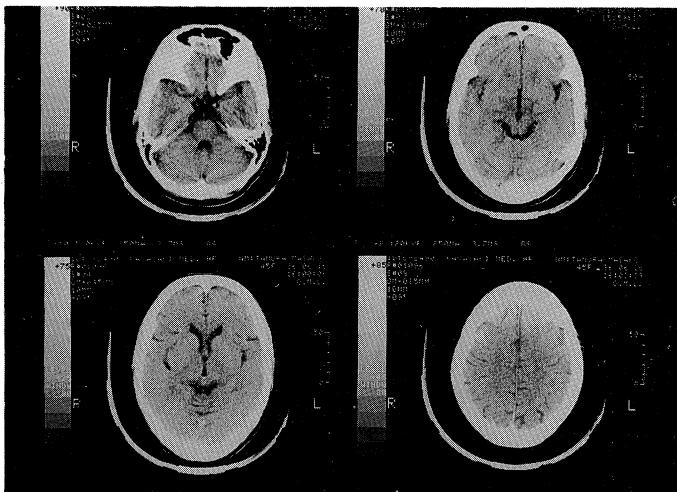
A brain X-ray CT showed moderate atrophy of the brainstem, and slight atrophy of the cerebellum. Atrophies of the cerebral hemispheres, caudate nuclei and middle cerebellar peduncles, however, were not found.
